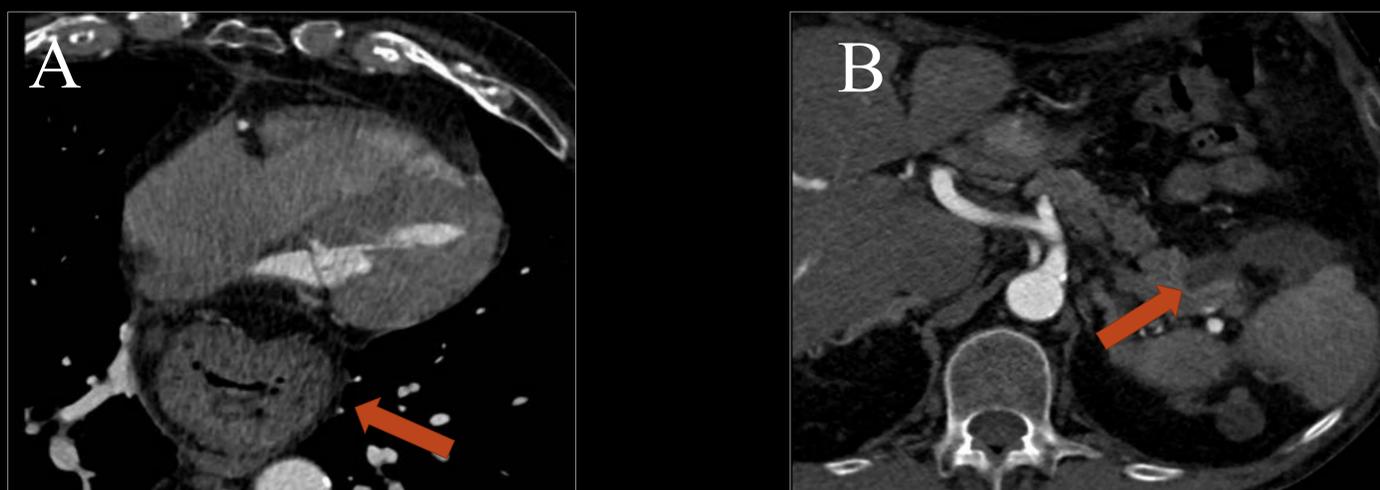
(A)- Planos axial de un cardio-TC, observándose una hernia de hiato que contiene el fundus gástrico. (B)- Cardio-TC coronario en el que se observó una marcada dilatación de una rama de un conducto pancreático que correspondió con una neoplasia mucinosa papilar intraductal.
